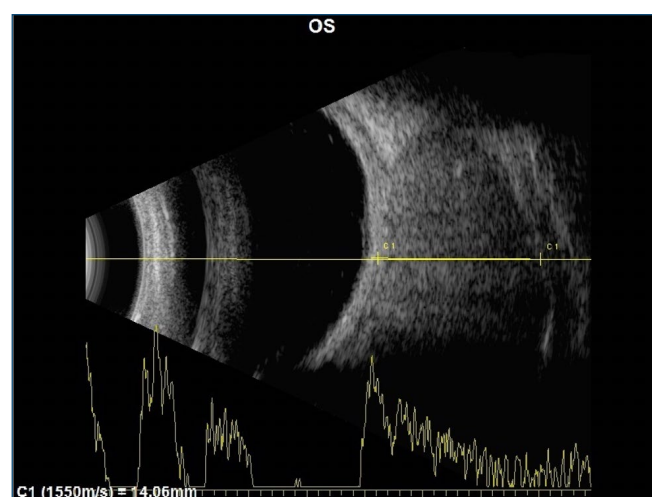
Ultrassonografia ocular corte transversal às 3 horas demonstrando espaço retrobulbar com presença de lesão sólida, bem delimitada, justaposta ao nervo óptico em região temporal.
